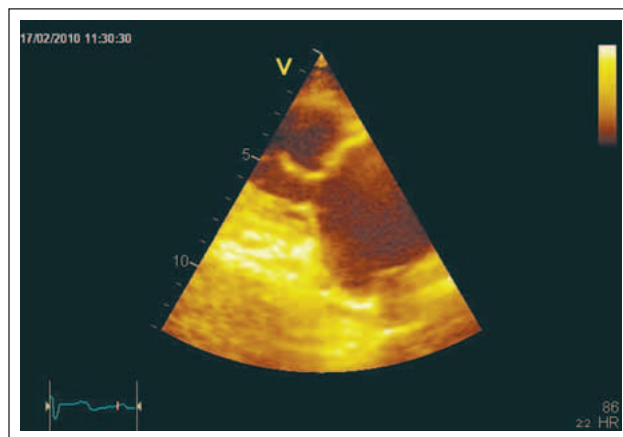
Parasternaler Längsschnitt des rechten Ventrikels mit Darstellung des anterioren und posterioren Trikuspidalsegels. Beide Segel sind geschrumpft und starr mit bereits zweidimensional erkennbarer fehlender Koaptation der Segel.
